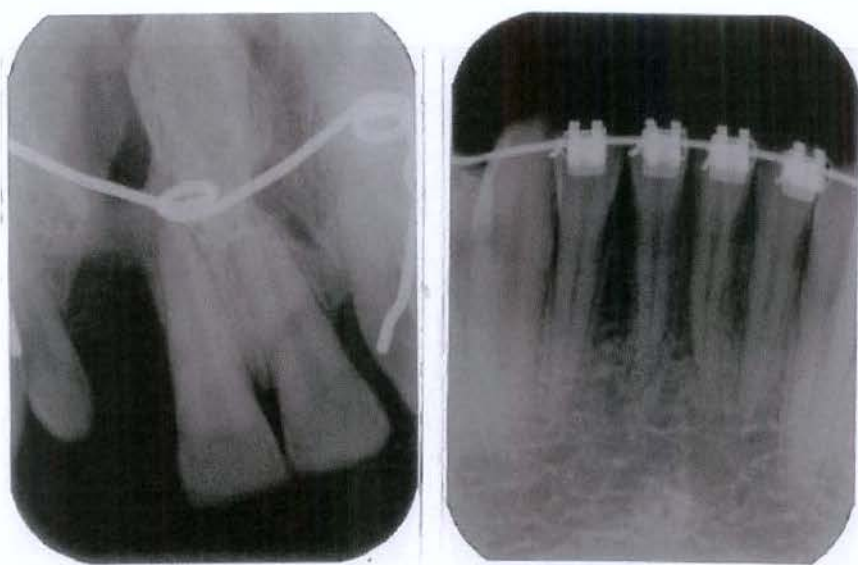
Radiografias Periapicais
